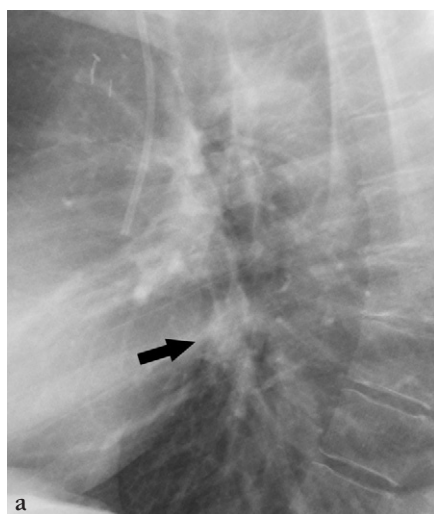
Confluence des veines pulmonaires inférieures simulant une masse (flèche) sur une radiographie de profil.
